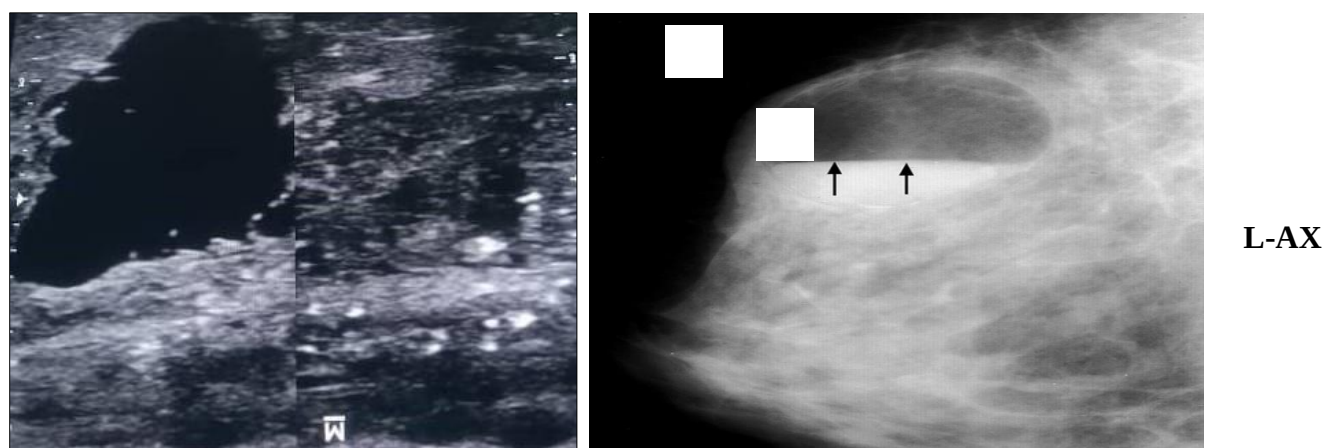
Échographie coupe longitudinale gauche (A) et mammographie incidences CC du sein gauche (B) montrant une dilatation des canaux galactophores évocateur d'une galactocèle gauche
